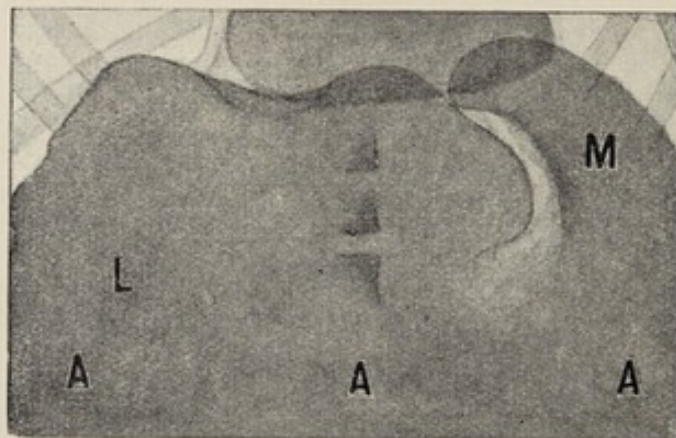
Röntgenbild eines Pneumoperitoneums bei einer Lebercirrhose mit Milzvergrößerung und Ascites in aufrechter Körperhaltung. L Leber, M Milz, A Ascites.
